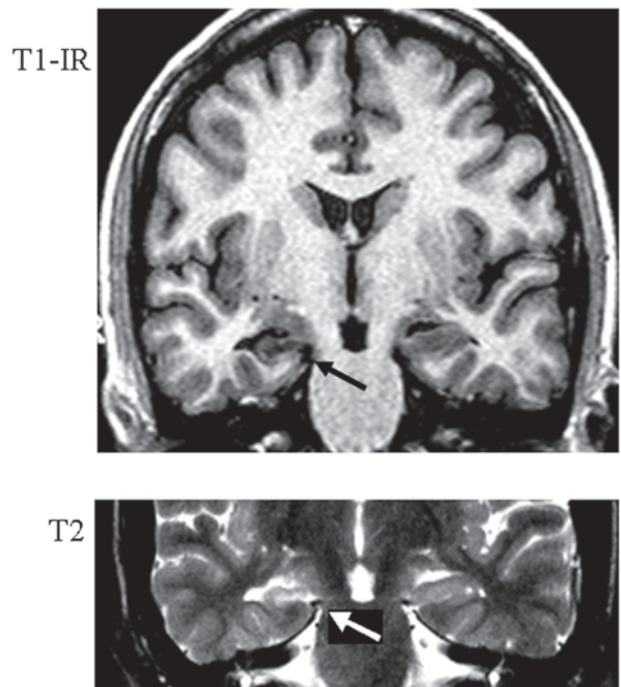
T1-weighted inversion recovery (IR) coronal and T2-FSE images (3mm thick) in a patient with right TLE showing an atrophic right hippocampus with loss of internal structure, and hyperintense T2 signal (arrow) as well as a smaller temporal lobe on the right side.
